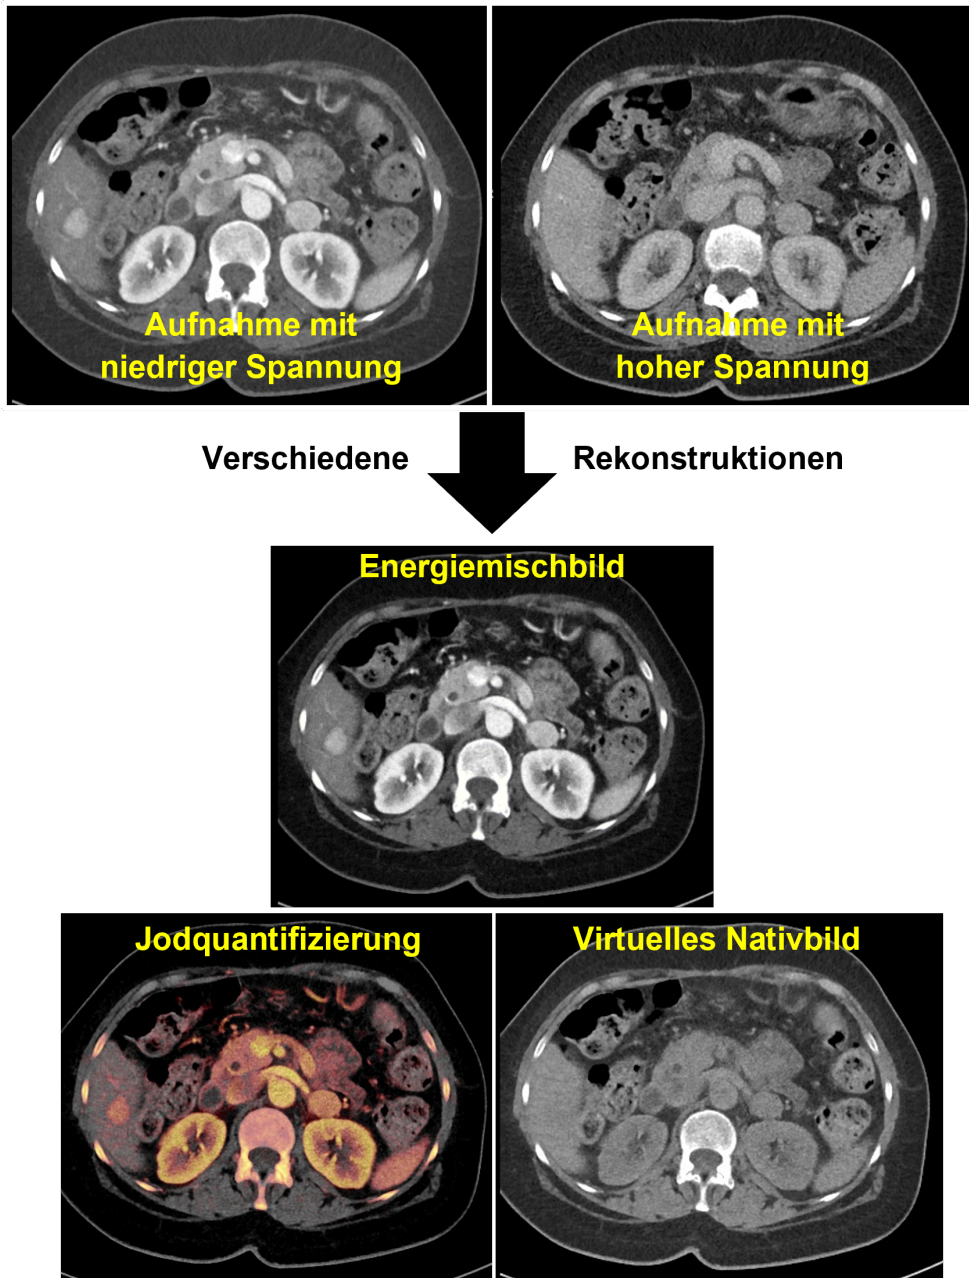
Die material- und energieabhängigen Abschwächungen werden bei der Dual-Energy CT zur Materialzerlegung und Charakteristik genutzt. Die gewonnenen Informationen können im Rahmen der Nachbearbeitung zur Erzeugung virtueller Nativbilder, monoenergetischer Bilder [Maaß et al., 2011] oder zur Quantifizierung von Kontrastmitteln [Faby et al., 2015] verwendet werden.
